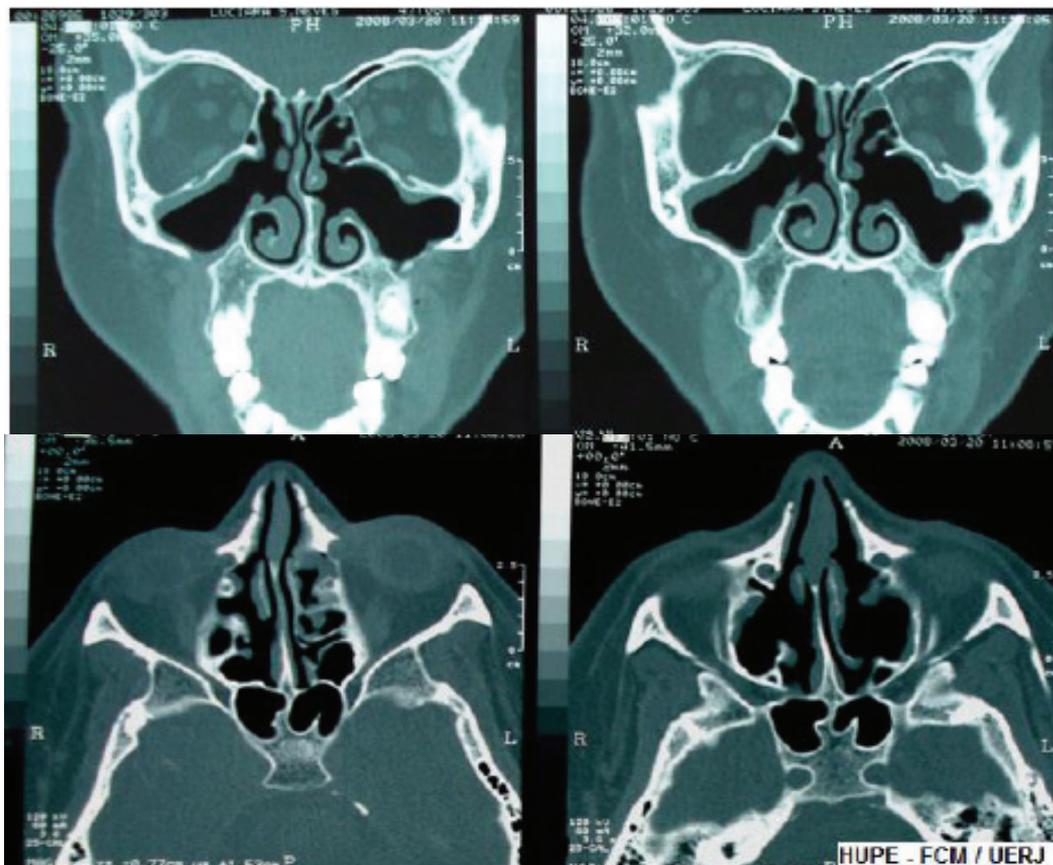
TC DE SEIOS DA FACE EM 2008 (SETOR DE ALERGIA E IMUNOLOGIA - HUPE/UERJ).
